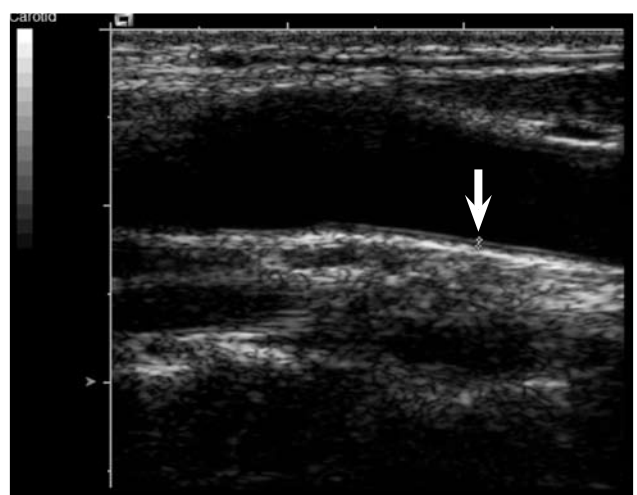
Eco Doppler de carótida primitiva distal; mostrando el sitio donde se realiza la medición del espesor íntima-media carotídeo (flecha).
